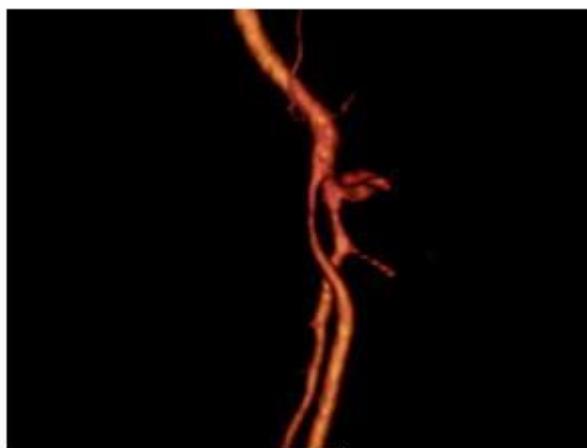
Angiotomografía de miembro pélvico izquierdo la cual muestra el paso de contraste permeable con imagen sugestiva de aneurisma femoral izquierdo.
